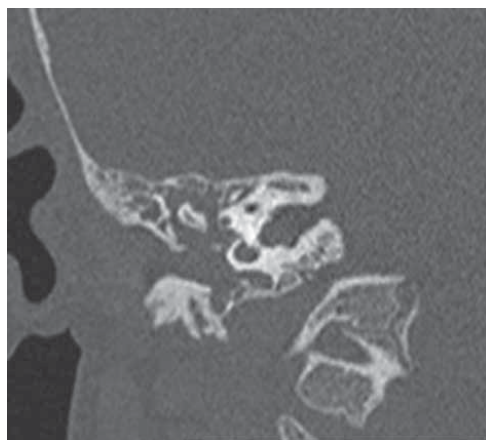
Спиральная компьютерная томография правой височной кости пациента 2 лет, коронарная проекция. Тотальное заполнение всех отделов среднего уха опухолевой тканью. Стенка луковицы яремной вены целая
